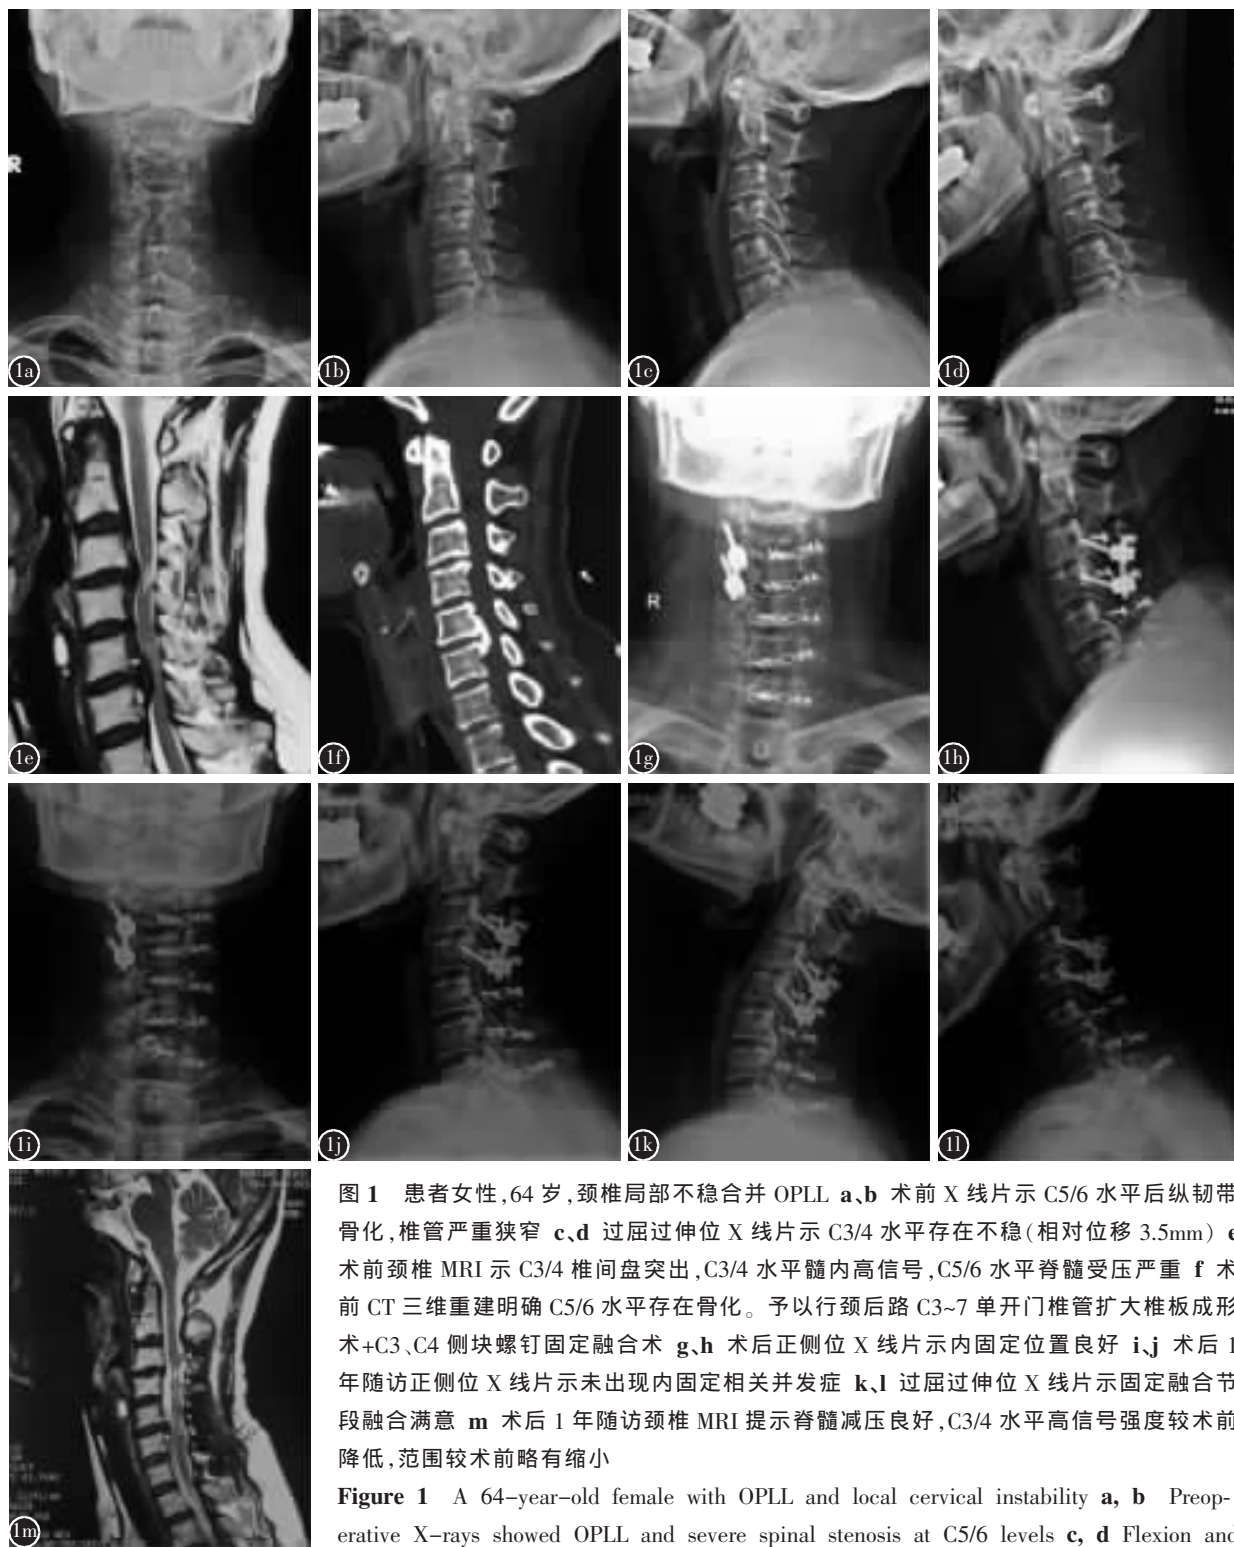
患者女性,64 岁,颈椎局部不稳合并 OPLL a、b 术前 X 线片示 C5/6 水平后纵韧带骨化,椎管严重狭窄 c、d 过屈过伸位 X 线片示 C3/4 水平存在不稳(相对位移 3.5mm) e 术前颈椎 MRI 示 C3/4 椎间盘突出,C3/4 水平髓内高信号,C5/6 水平脊髓受压严重 f 术前 CT 三维重建明确 C5/6 水平存在骨化。予以行颈后路 C3~7 单开门椎管扩大椎板成形术+C3、C4 侧块螺钉固定融合术 g、h 术后正侧位 X 线片示内固定位置良好 i、j 术后 1 年随访正侧位 X 线片示未出现内固定相关并发症 k、l 过屈过伸位 X 线片示固定融合节段融合满意 m 术后 1 年随访颈椎 MRI 提示脊髓减压良好,C3/4 水平高信号强度较术前降低,范围较术前略有缩小
